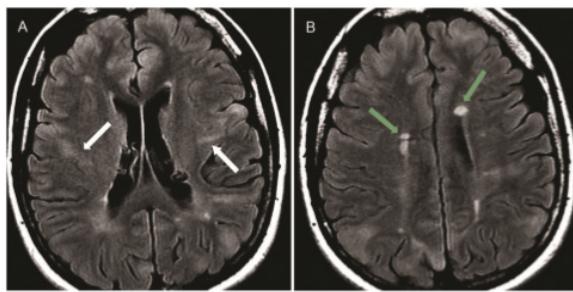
Arquivo de Clinics, A pictorial review of 3 TESLA magnetic resonance imaging features, 2015. Mostra imagens axiais do FLAIR, tubérculos corticais (setas brancas) hiperintensos com uma faixa de intensidade de sinal anormal do córtex ao ventrículo lateral (A) e hamartoma subependimário múltiplo (setas verdes) com sinal hiperintenso (B).
